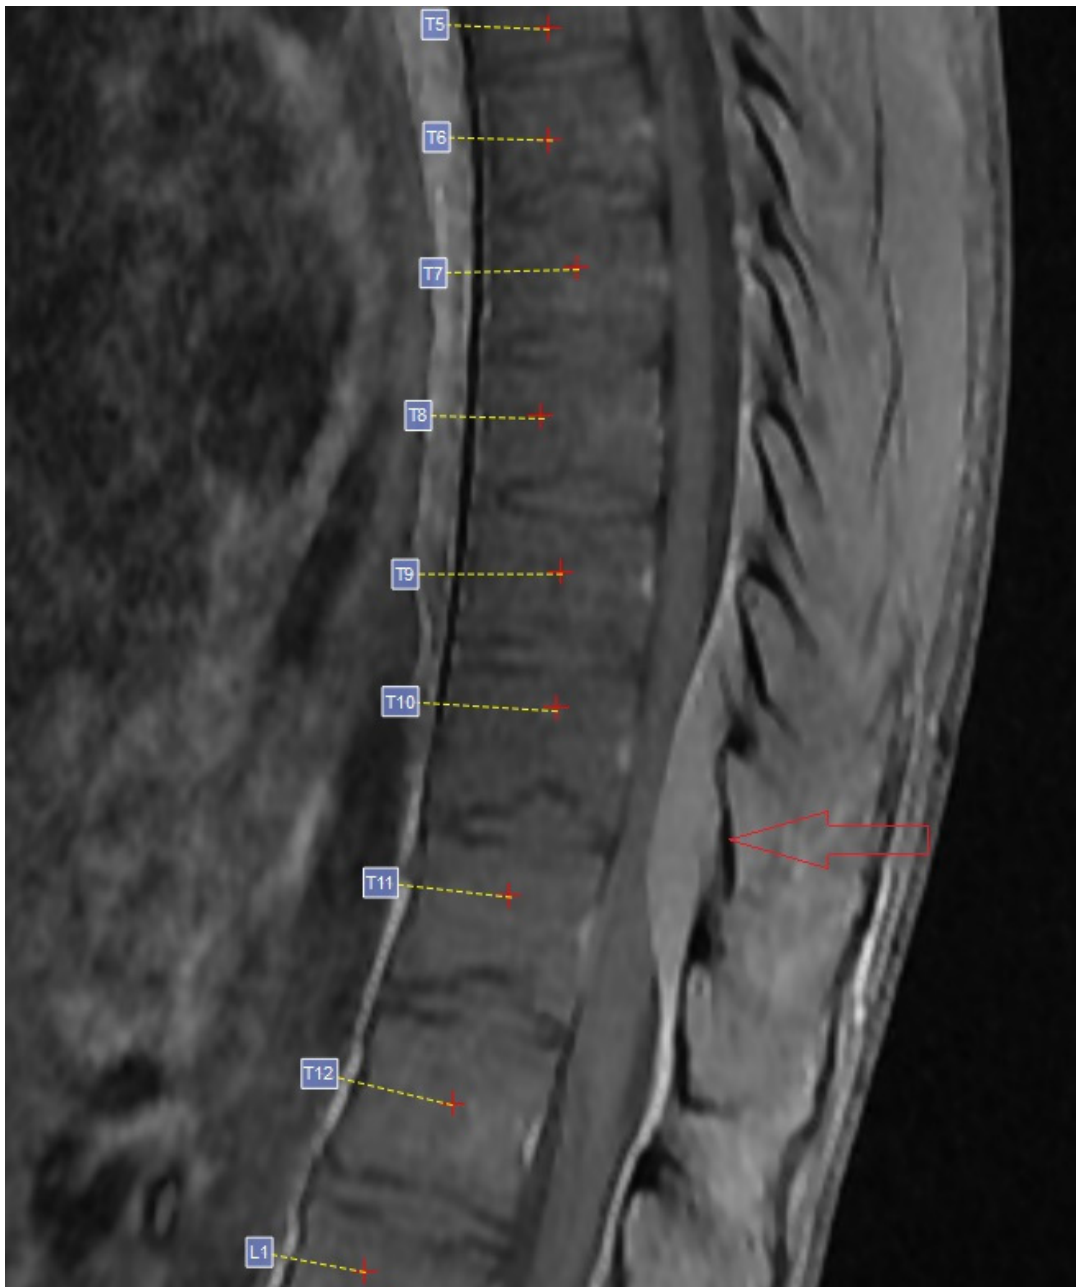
Corte sagital de ressonância magnética na ponderação em T1: formação expansiva intrarraquiana no espaço epidural posterior na altura de T9-T11, bem delimitada, com sinal intermediário.
